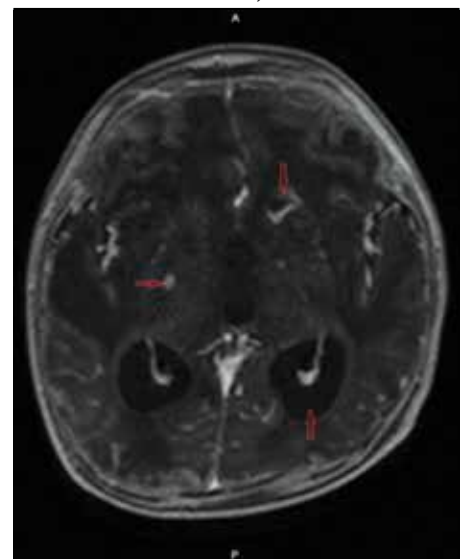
MRI nález – akútne prebiehajúca cerebritída a meningitída s počínajúcou tvorbou abscesov (vpravo) a mikroabscesov (vľavo)
